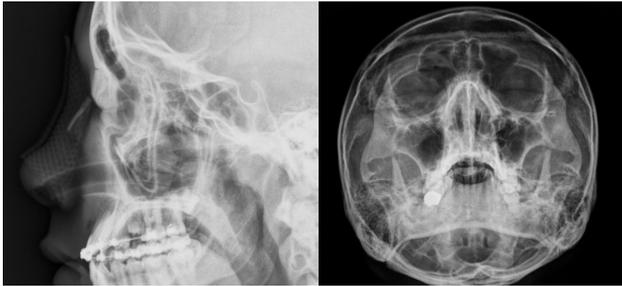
Postoperative radiographies show well reduction state of nasal bone and airway silicone splint in nasal cavity. (Left) Lateral view of nasal bone (Right) Waters view.
